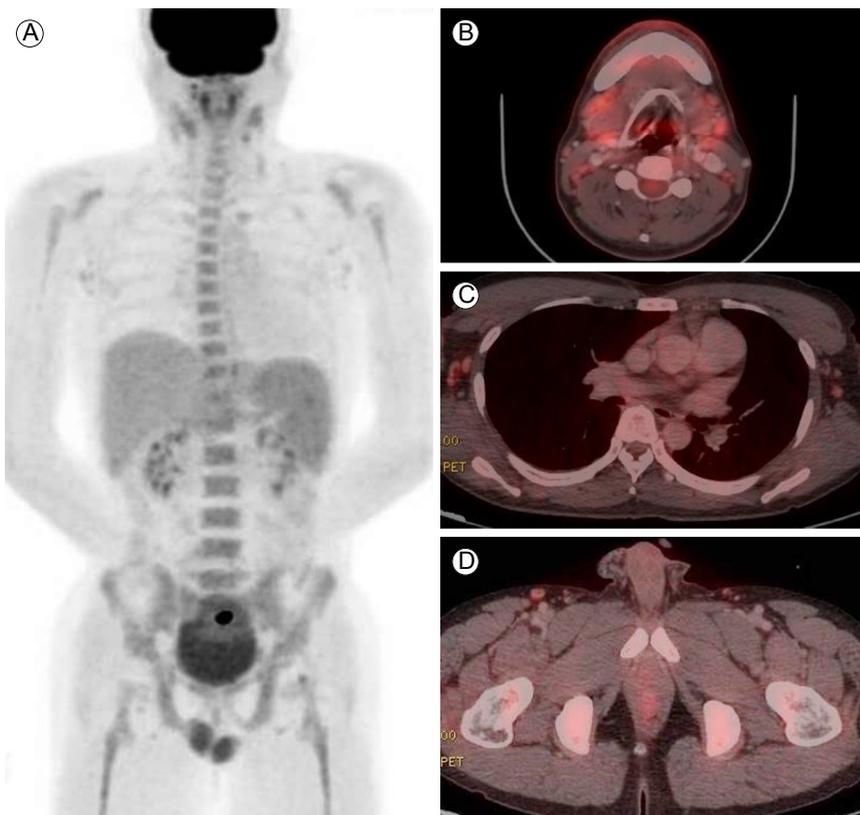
(A) Whole-body maximum-intensity projection F-FDG PET and (B-D) fused axial images of the patient revealed increased FDG uptake in the bilateral cervical, axillary, and inguinal lymph nodes. F-FDG PET, fluorodeoxyglucose positron emission tomography.
